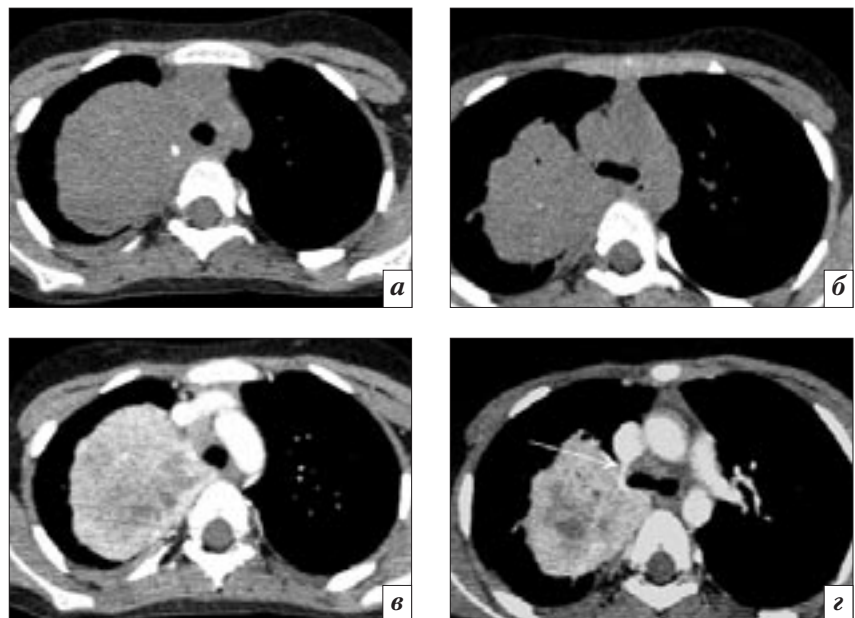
МСКТ (а, б) и МСКТ-ангиография (в, г), уровень нижней трети (а, в) и бифуркации (б, г) трахеи. Объемное мягкотканое многоузловое образование неоднородной структуры с наличием кальцификатов и зон некроза. Образование прилежит к ребрам, позвонкам и органам средостения, деформирует и оттесняет верхнюю полую вену, трахею и пищевод влево, без признаков инвазивного роста. Непарная вена (стрелка) имеет обычный диаметр, ход и уровень впадения в верхнюю полую вену.
